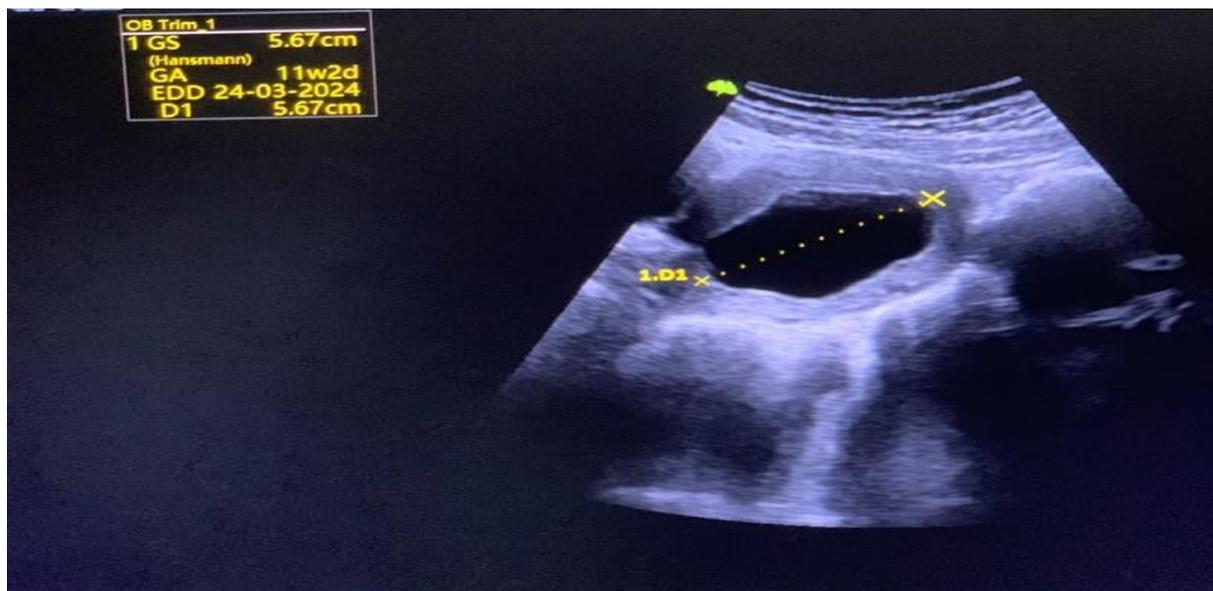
image échographique d'un utérus en coupe sagittale montrant un sac gestationnel non embryonné et sans vésicule vitelline (sac gestationnel festonné mesurant :56mm).
